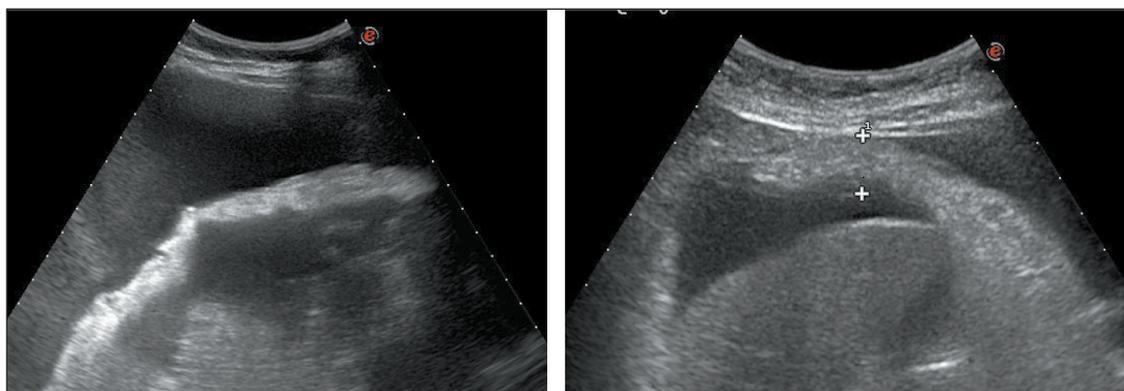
УЗИ брюшной полости. На фоне асцита определяется утолщенный до 2,5 см гиперэхогенный большой сальник, неоднородной структуры и с бугристыми контурами. Применение оптимизированной методики УЗИ путем сканирования конвексным датчиком в положении пациентки стоя, что вызывает приток свободной жидкости к передней брюшной стенке, метастатически измененный сальник достаточно чётко дифференцируется на фоне асцитической жидкости [17]
